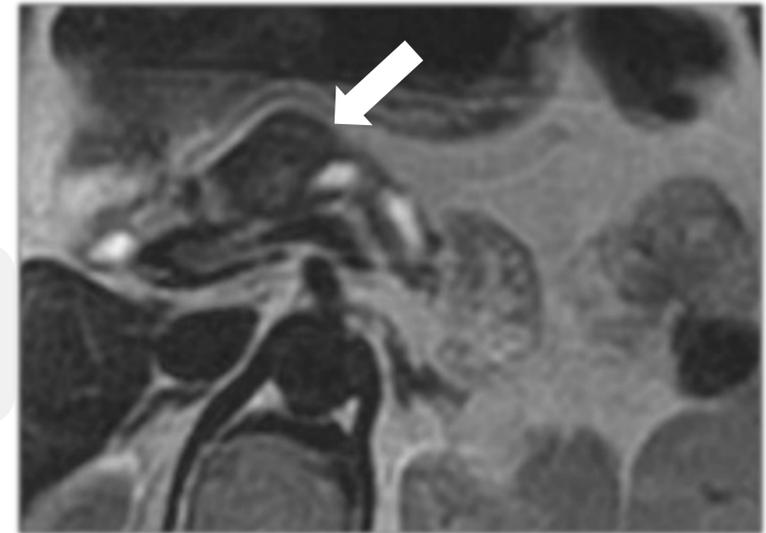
Imagen de RM secuencia potenciada en T2, mismo paciente que en imagen de TC anterior. Lesión nodular heterogénea en cuerpo del páncreas que condiciona una dilatación del conducto pancreático principal. Corresponde a un TNE no funcionante.
